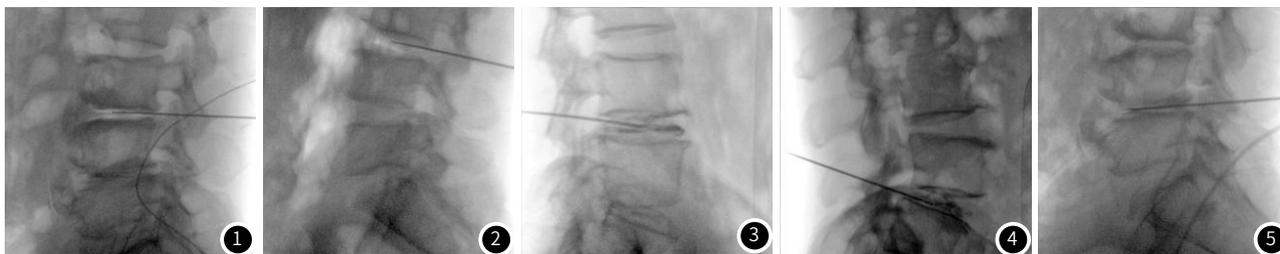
L3-L4正位X线片, 图2 L3-L4侧位X线片, 图3 L4-L5正位X线片, 图4 L5-S1正位X线片, 图5 L5-S1侧位X线片。
